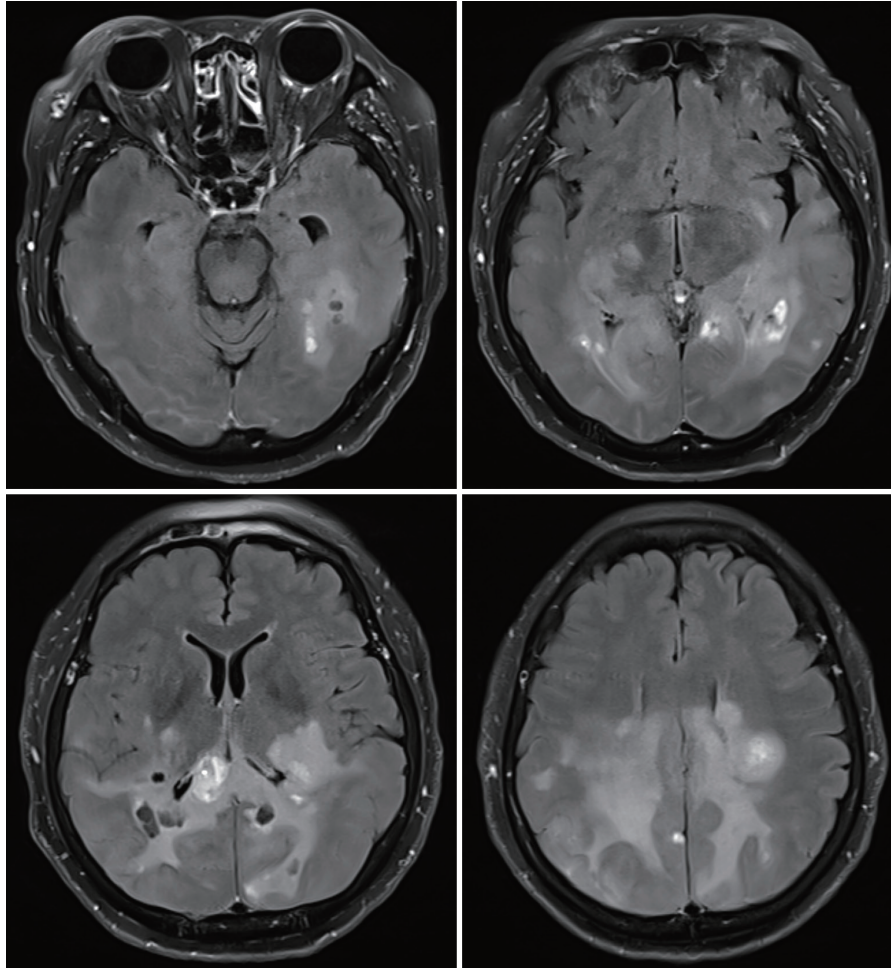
Followed-up brain MRI using fluid-attenuated inversion recovery of an extensive, multifocal, large, T2/fluid-attenuated inversion recovery, high-signal intensity lesion in the bilateral cerebral white matter, including juxtacortical, subcortical, and periventricular white matter, as well as in the corpus callosum body and splenium.
